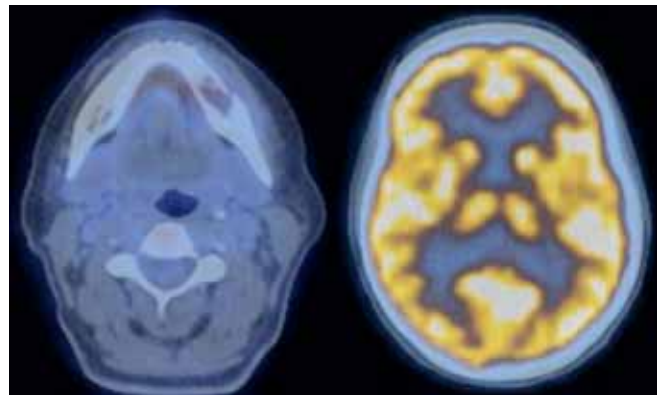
PET/CT vom 7. 4. 2009. Axiale Schichten. Nach Immuno-Chemotherapie zeigt die ehemalige Tumorregion im Gegensatz zur Hirnrinde keinen Uptake von ¹⁸F-Fluorodesoxyglucose (FDG) mehr.
